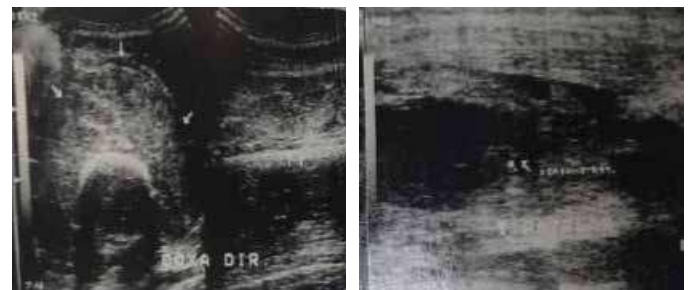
Ultrassonografia da coxa direita com aumento de volume devido á lesão heterogênea, hiperecôico, em musculatura profunda na região anterior, com hematoma intra e intermuscular, e ainda presença de derrame ecogênico por hemartrose.
